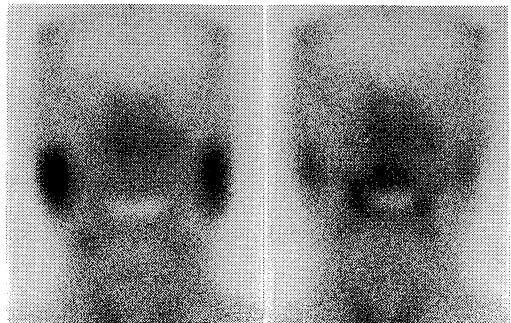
Sialoscintigram performed after corticosteroids therapy (total doses; 2,400 mg, duration; 8 months).
